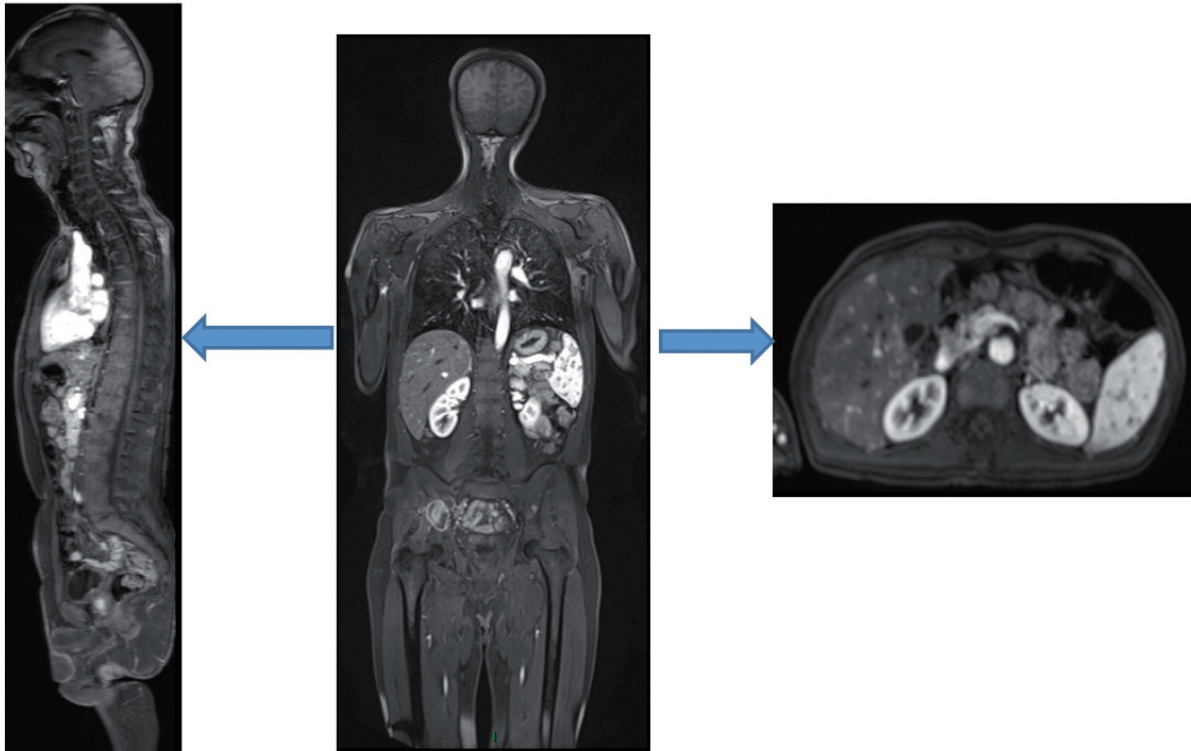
Exemple d'IRM fonctionnelle après injection dynamique de chelates de Gadolinium à l'échelle du corps entier ; séquence avec saturation de graisse 3D T1 volumique isotropique avec voxel cubique de 2mm permettant des reconstructions dans tous les plans ; temps d'acquisition totale de 37 sec (320 images) utilisant les nouvelles techniques d'antennes en réseau phasé, facteur d'accélération 6, déplacement de table (acquisition en 3 paliers), shim conformationnel. Exemple de 3 images : sagittale, coronale et axiale sur le foie.
